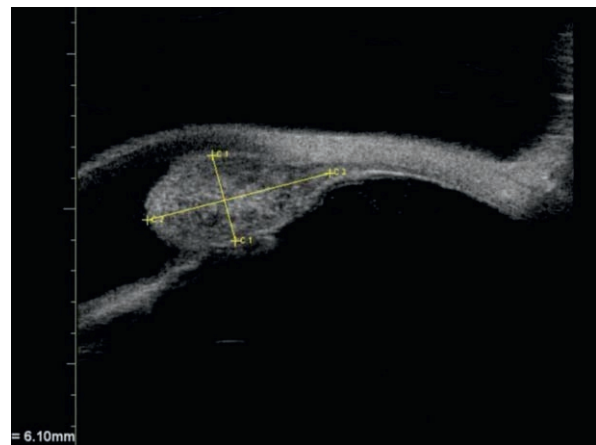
Échographie haute fréquence de la tumeur irienne de la fig. 12-16 montrant une masse irienne tissulaire, hétérogène avec absence d'atteinte du corps ciliaire en regard.
